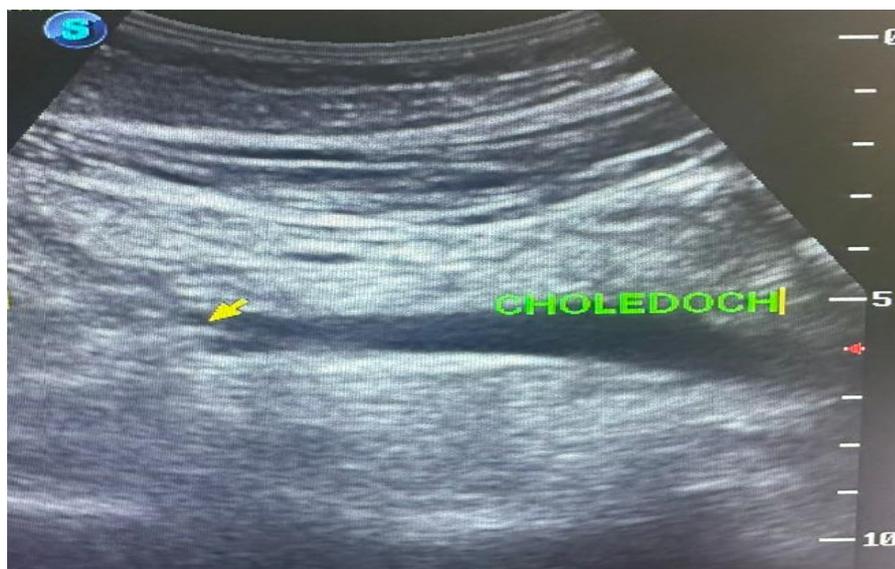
Интраоперационное УЗИ. Холедохолитиаз. Состояние после удаления конкремента из холедоха
